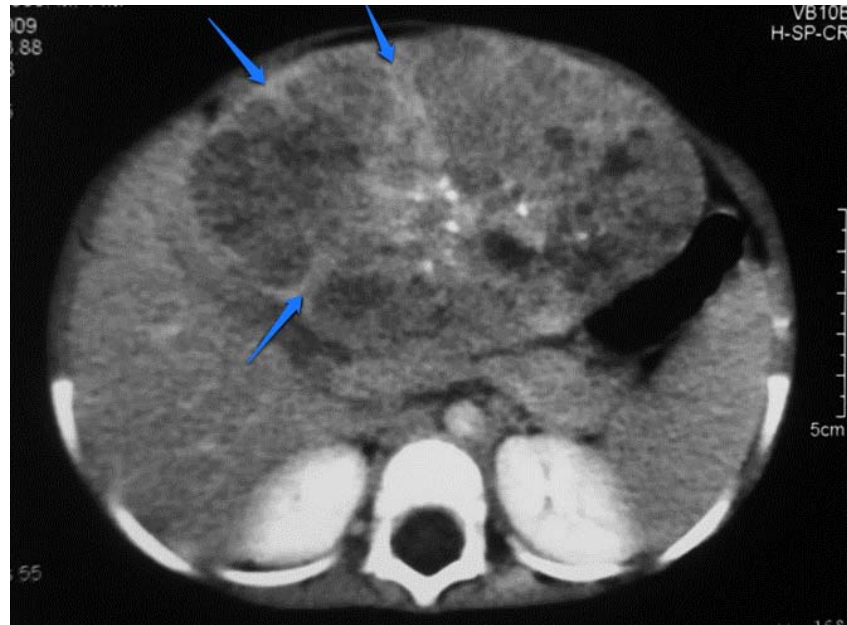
TDM après injection de produit de contraste chez le même patient montrant une prise de contraste périphérique de la tumeur et des septas (flèches), caractéristique de l'hépatoblastome.
